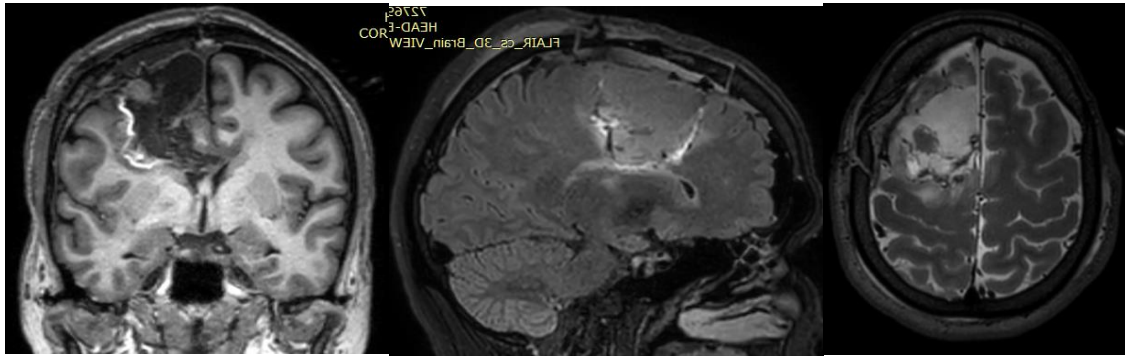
МРТ от 22.09.2019 в режимах T1 в коронарной проекции и FLAIR. в сагитальной и аксиальной проекциях – незначительная зона структурных изменений кпереди и кзади от послеоперационной кисты
